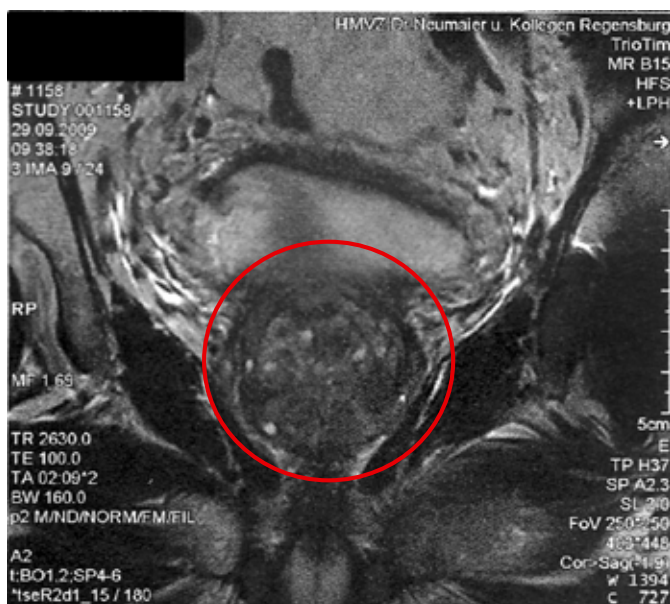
Местно-распространенный РПЖ на МРТ.
